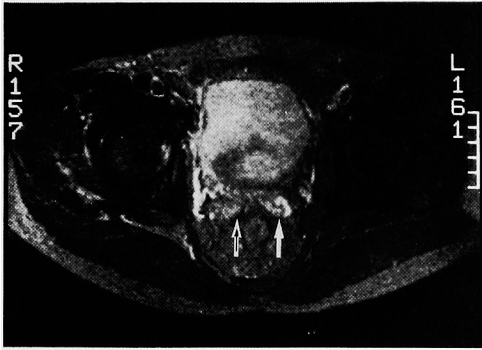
T2-WI of MRI of another total prostatectomy case: A right seminal vesicle (arrow) showed lower intensity than the left seminal vesicle (arrow), so tumor invasion to the right seminal vesicle was suspected. The tumor invasion to the right seminal vesicle was identified pathologically.
